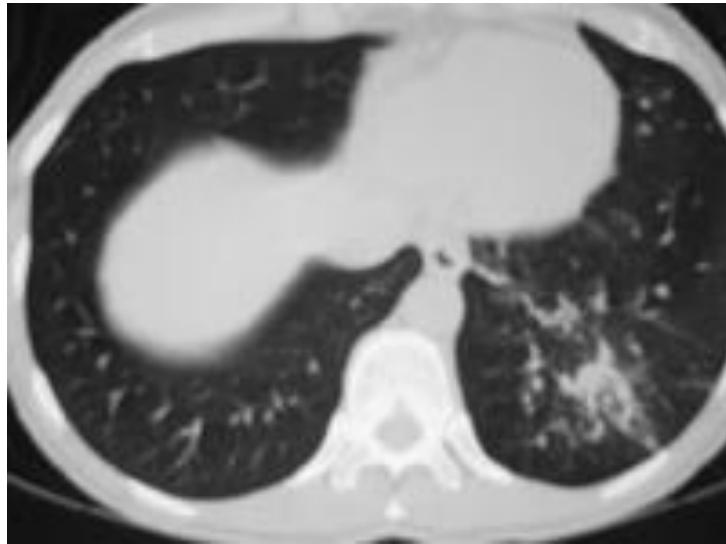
Tomografía computarizada del mismo paciente con *Mycoplasma pneumoniae*, se muestra mucho mejor que en la radiografía el infiltrado del espacio aéreo en el lóbulo inferior izquierdo<sup>40</sup>
